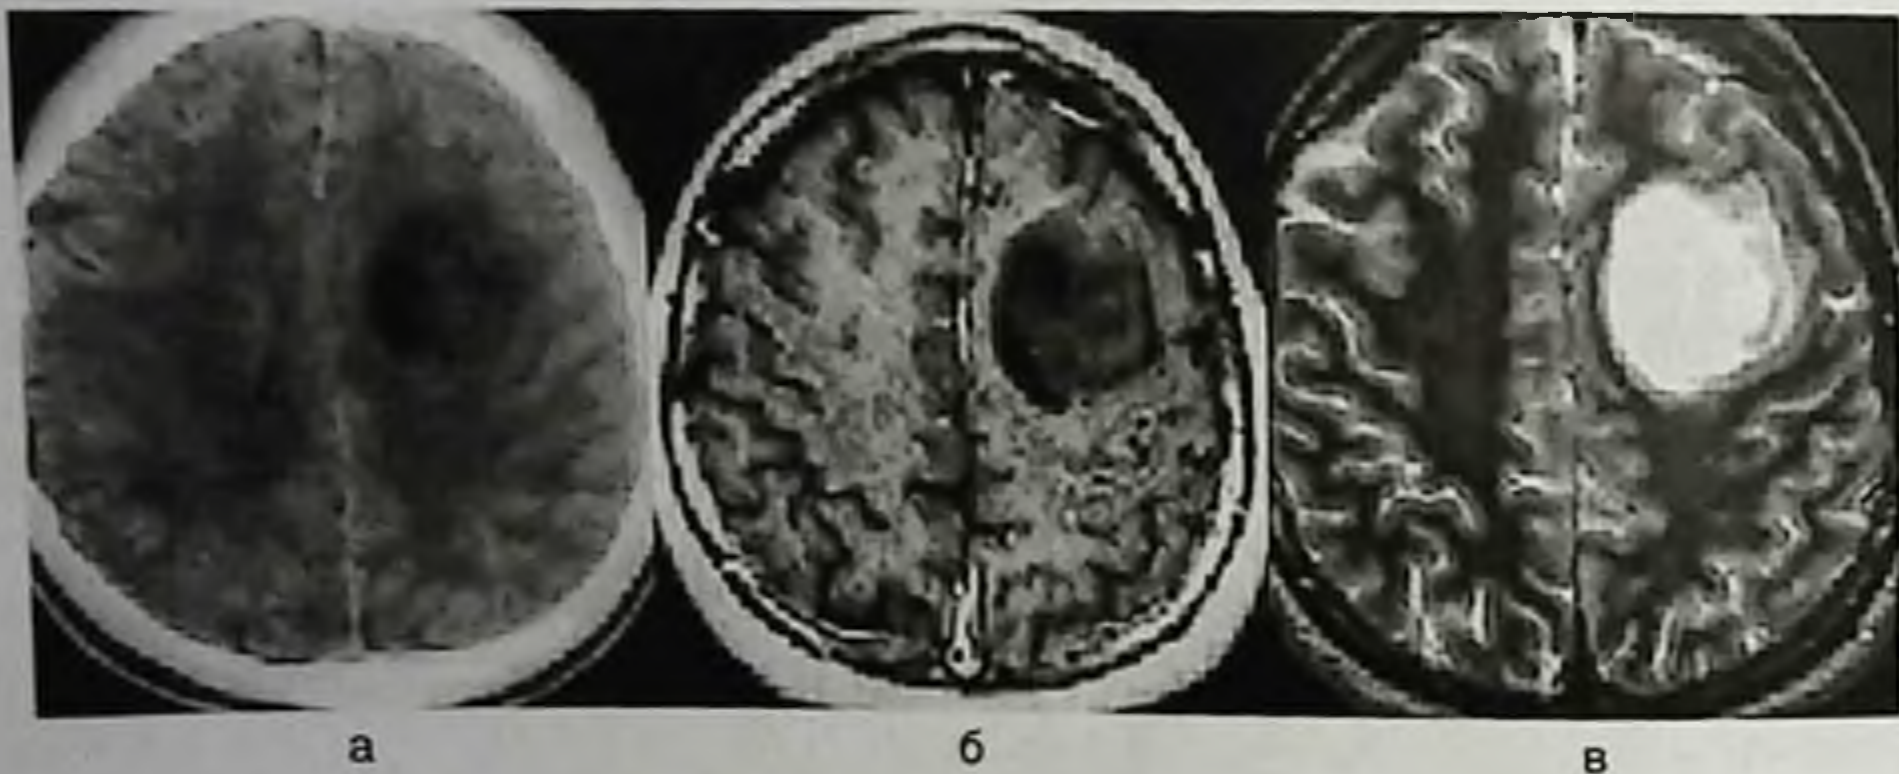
Доброкачественная глиома (пилоидная астроцитома) левой заднелобной области: а — компьютерная томография с контрастным усилением, опухоль не накапливает контрастное вещество; б — тот же больной, магнитно-резонансная томограмма с контрастным усилением, T1-взвешенное изображение, опухоль выглядит как зона сигнала низкой интенсивности; в — тот же больной, магнитно-резонансная томограмма, T2-взвешенное изображение, опухоль выглядит как зона гиперинтенсивного сигнала
